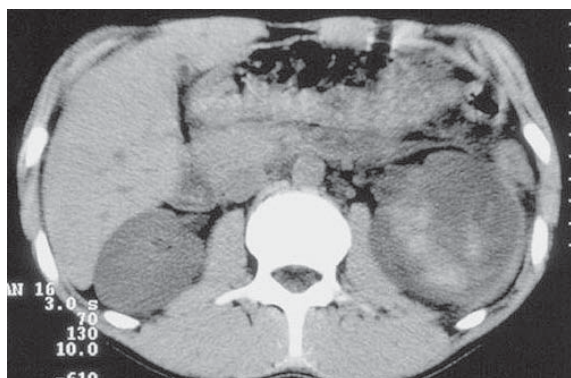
Abces renal. Secțiuni axiale CT. Formațiune hipodensă, cu perete propriu gros, inhomogenă care captează contrast la periferie.
